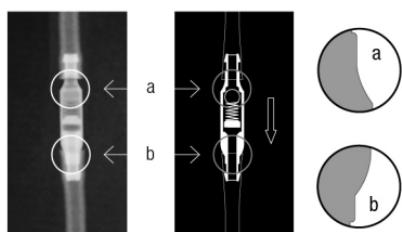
Radiografia del *miniNAV* (Livelli pressorio di 5 cmH₂O)
